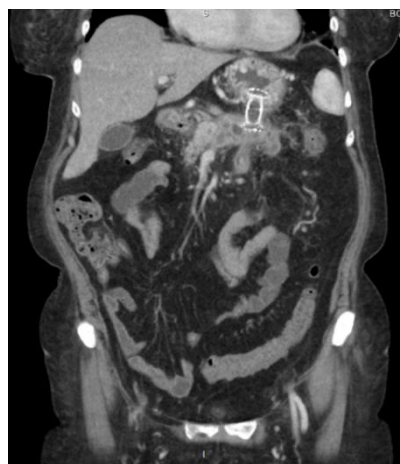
КТ-снимок пациента с панкреонекрозом после проведения этапных ЭТС
